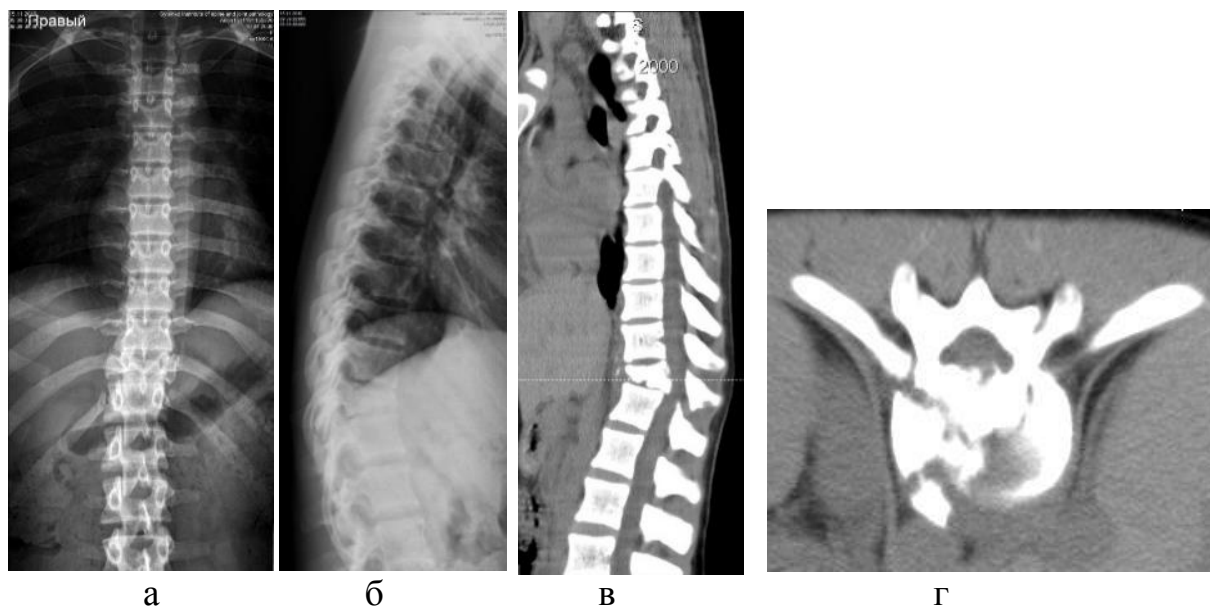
Фотовідбитки рентгенограм (а — фас, б — профіль) і КТ (в — фас, г — поперечний зріз хребця Th_{XI}) хворої П., 19 років, історія хвороби № 97060, діагноз: Компресійний неускладнений вибуховий перелом тіла Th_{XI}, тканин голови, живота, струс головного мозку
